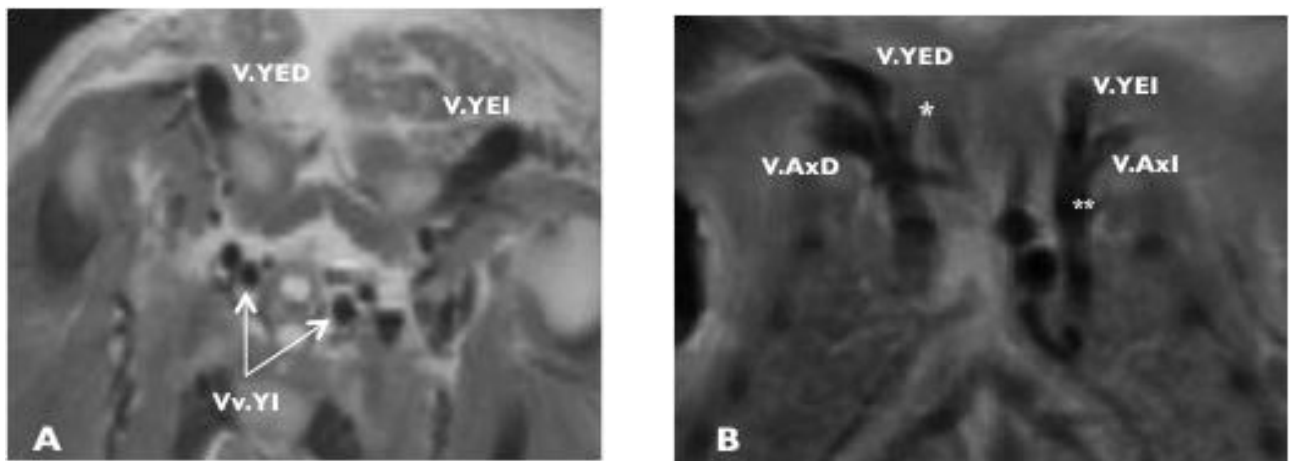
RM de un feto del grupo Control. Cortes axiales. A: Se demuestra el mayor calibre de las VYugulares Externas con respecto a las VYugulares internas.. En la Figura B se observa la confluencia de las V Yugulares Externas con las Vv Axilares para formar las V Subclavias en ambos lados (*:*)
